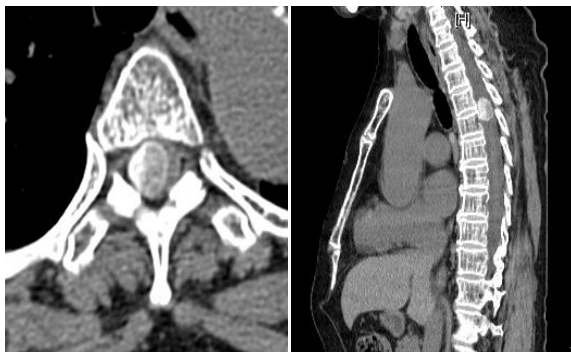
CT image of spinal tumor, T4~5
